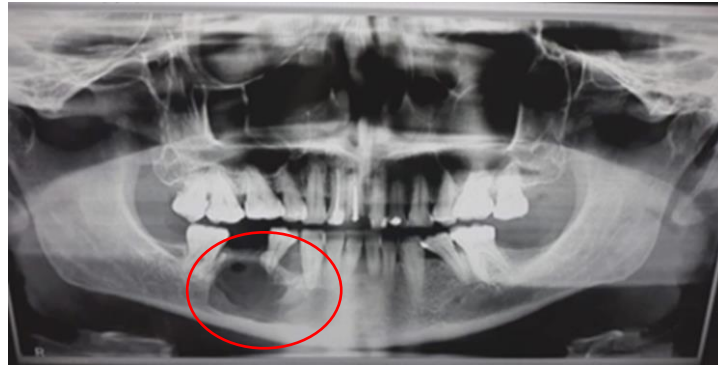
Imagen panorámica que muestra una lesión periapical en la zona inferior derecha (Los resultados de biopsia revelaron fibroma ameloblástico).⁴⁷
